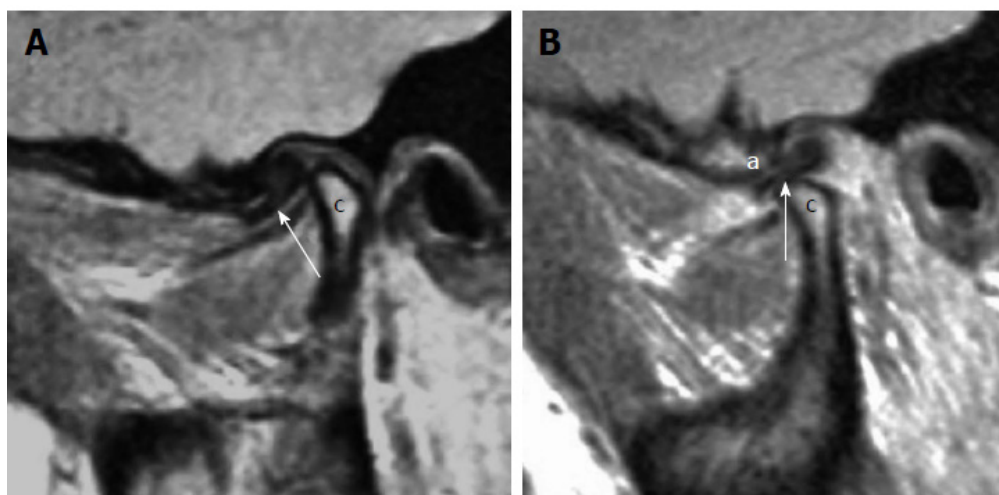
Переднє зміщення з редукцією. А: Сагітальне МРТ у режимі протонної щільності у положенні з закритим ротом демонструє переднє зміщення диска (стрілка), розташованого попереду виросткового відростка нижньої щелепи (позначено літерою с). В: Сагітальне МРТ у режимі протонної щільності у положенні з відкритим ротом демонструє повернення диска (стрілка) в нормальне положення між суглобовим горбиком (літера а) і виростковим відростком (літера с)
